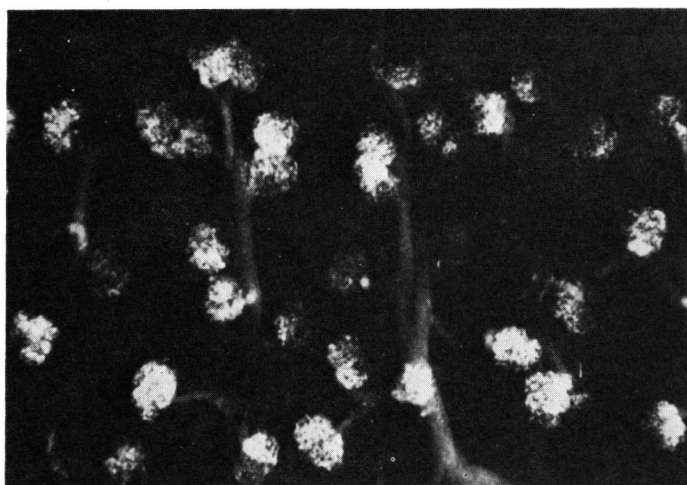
Contact microradiography (正常腎)
